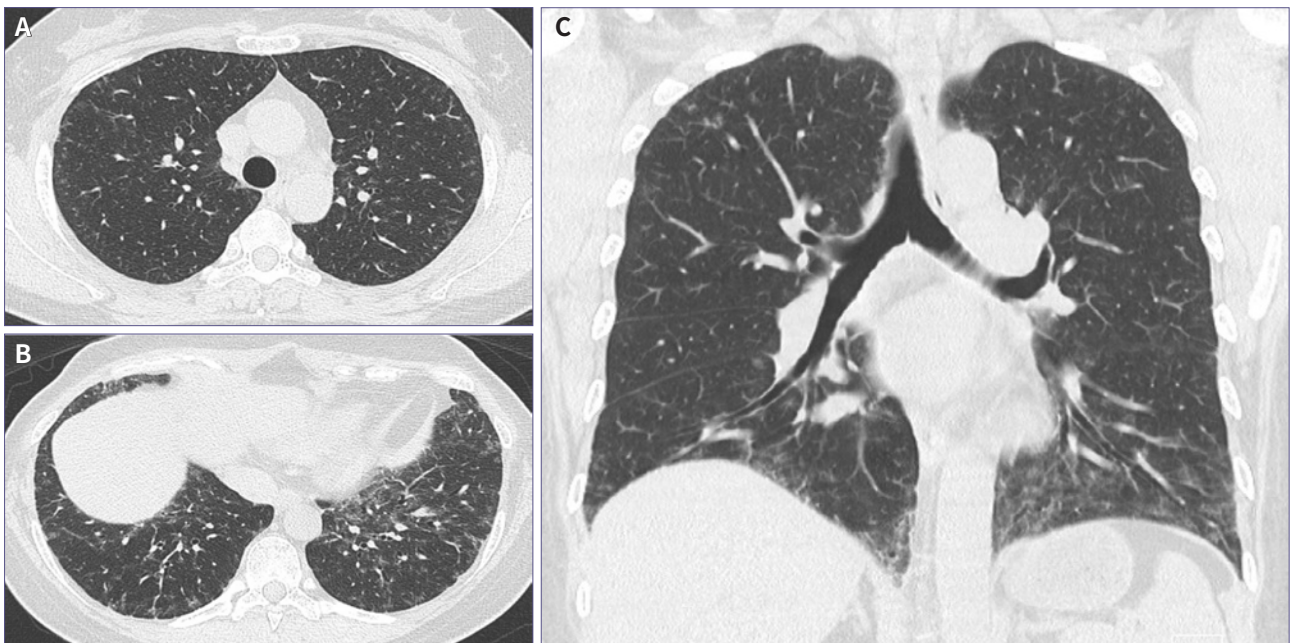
LIP in a 51-year-old woman with Sjogren's syndrome. Axial (A, B) and coronal (C) reformation HRCT scans at the level of the upper (A) and the lower (B) lung zones show diffuse distribution of centrilobular nodules and ground-glass opacities. Mild thickening of bronchovascular bundles and interlobular septa is demonstrated in lower lungs.
